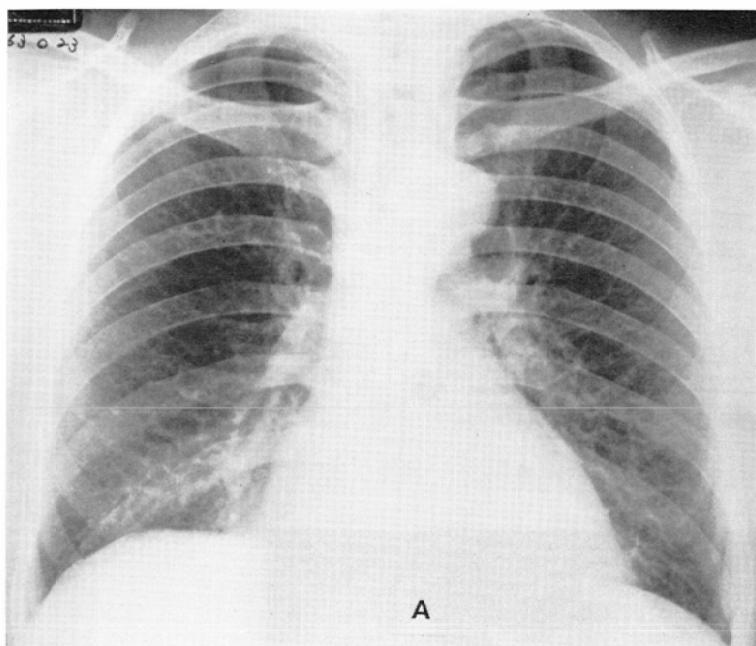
Posteroanterior roentgenogram (A) and direct magnified chest roentgenogram (B) of a garage worker aged 40, 23 years after first dust exposure.
